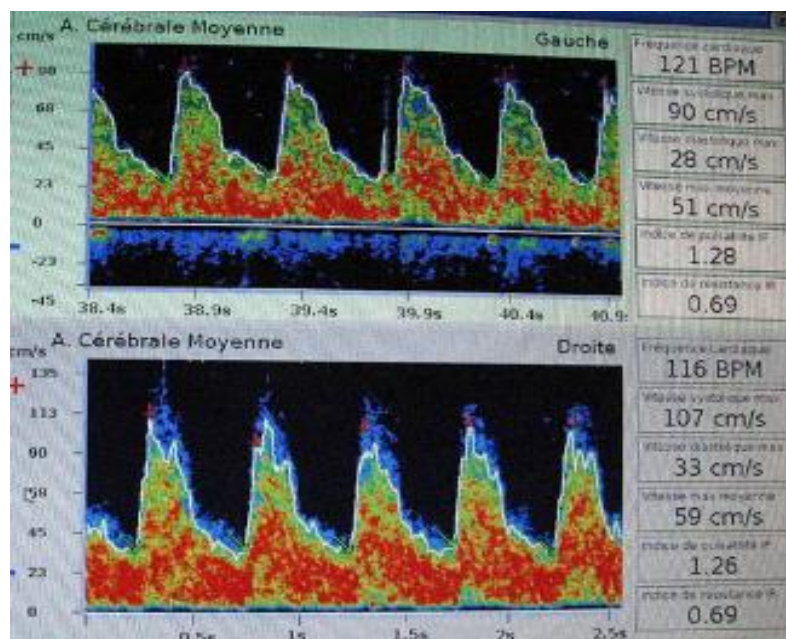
echodoppler trans-crânien [110]
